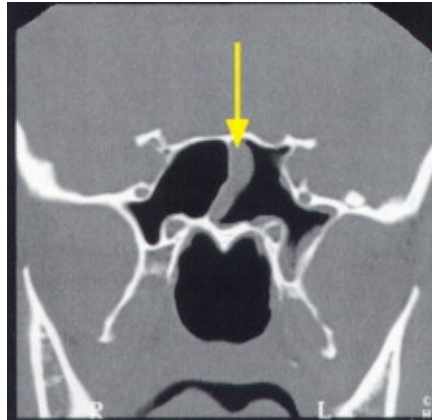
Tomografia computadorizada, em corte coronal, apontando um espessamento na mucosa do seio esfenoidal. Fonte: Imagem & Diagnóstico CURA - Ano II - N° 4.
